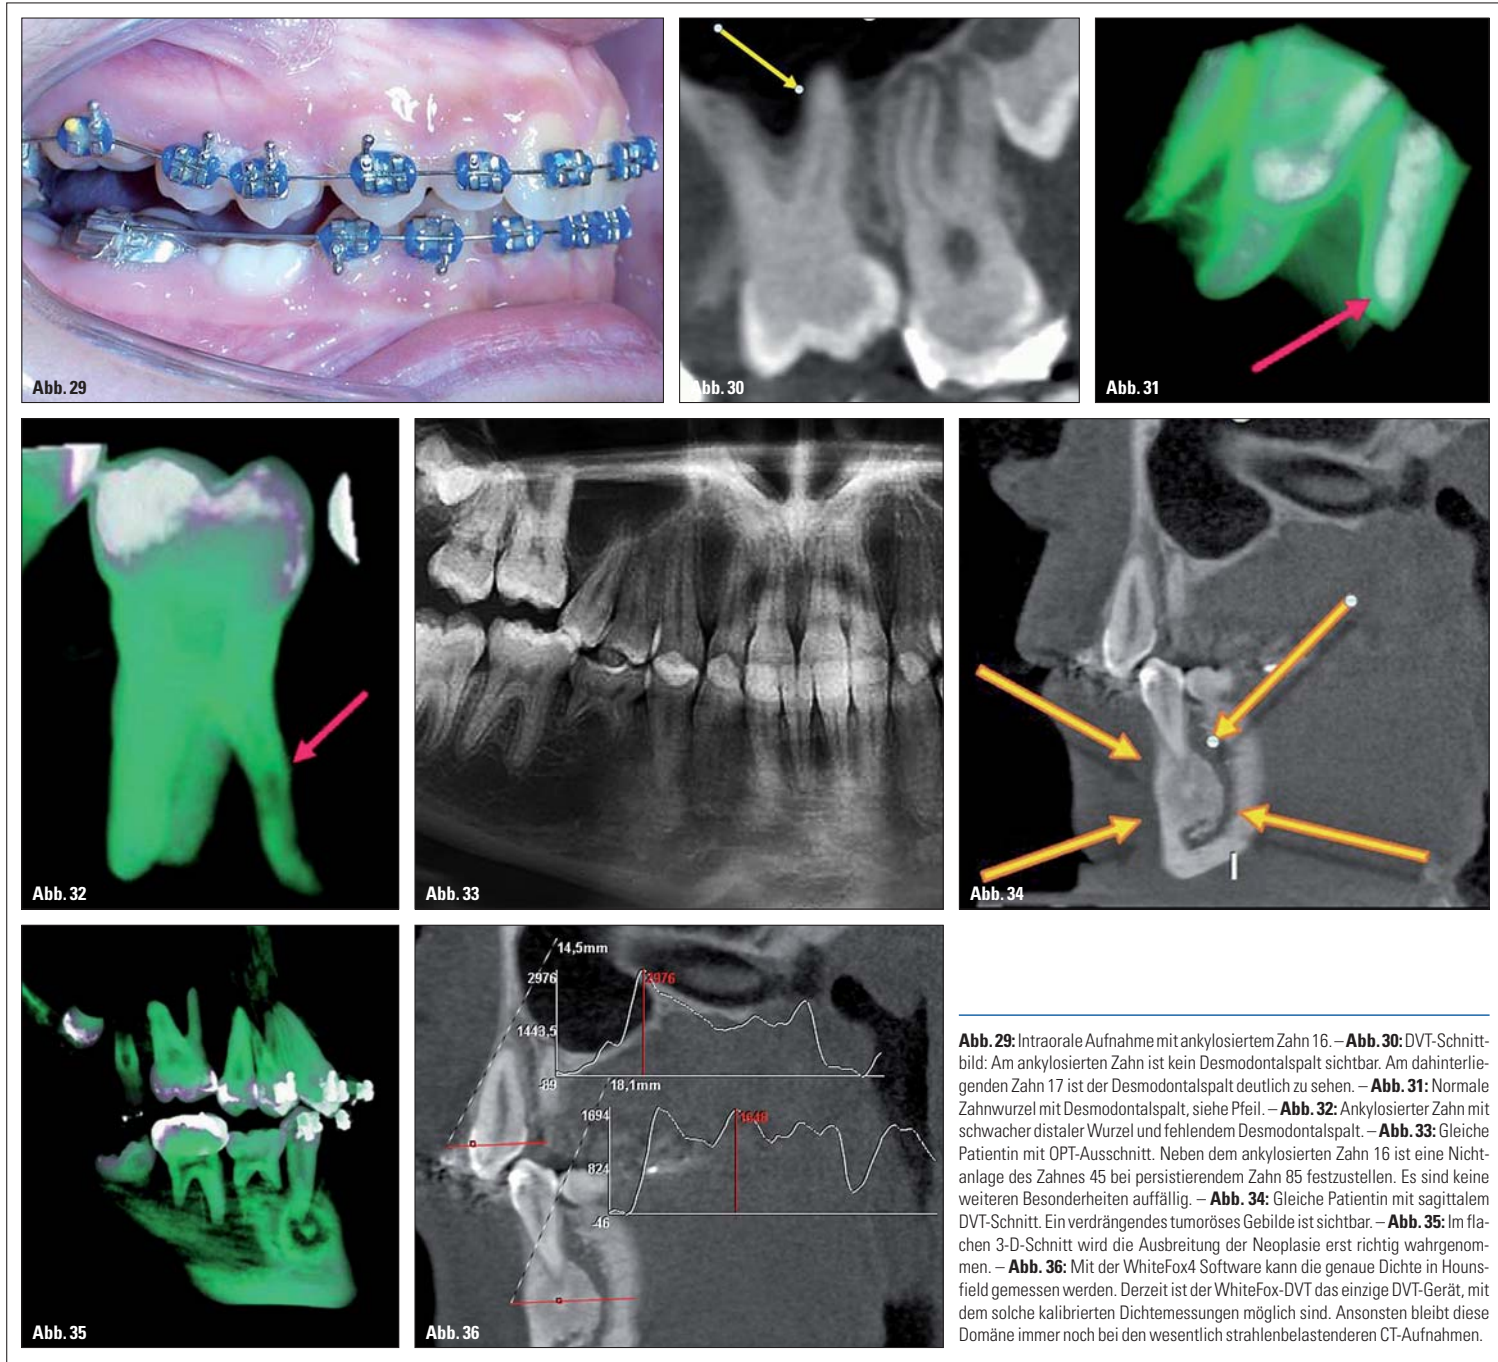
Intraorale Aufnahme mit ankyloisiertem Zahn 16. – Abb. 30: DVT-Schnittbild: Am ankyloisierten Zahn ist kein Desmodontalspalt sichtbar. Am dahinterliegenden Zahn 17 ist der Desmodontalspalt deutlich zu sehen. – Abb. 31: Normale Zahnwurzel mit Desmodontalspalt, siehe Pfeil. – Abb. 32: Ankyloisierter Zahn mit schwacher distaler Wurzel und fehlendem Desmodontalspalt. – Abb. 33: Gleiche Patientin mit OPT-Ausschnitt. Neben dem ankyloisierten Zahn 16 ist eine Nichtanlage des Zahnes 45 bei persistierendem Zahn 85 festzustellen. Es sind keine weiteren Besonderheiten auffällig. – Abb. 34: Gleiche Patientin mit sagittalem DVT-Schnitt. Ein verdrängendes tumoröses Gebilde ist sichtbar. – Abb. 35: Im flachen 3-D-Schnitt wird die Ausbreitung der Neoplasie erst richtig wahrgenommen. – Abb. 36: Mit der WhiteFox4 Software kann die genaue Dichte in Hounsfield gemessen werden. Derzeit ist der WhiteFox-DVT das einzige DVT-Gerät, mit dem solche kalibrierten Dichtemessungen möglich sind. Ansonsten bleibt diese Domäne immer noch bei den wesentlich strahlenbelastenderen CT-Aufnahmen.
